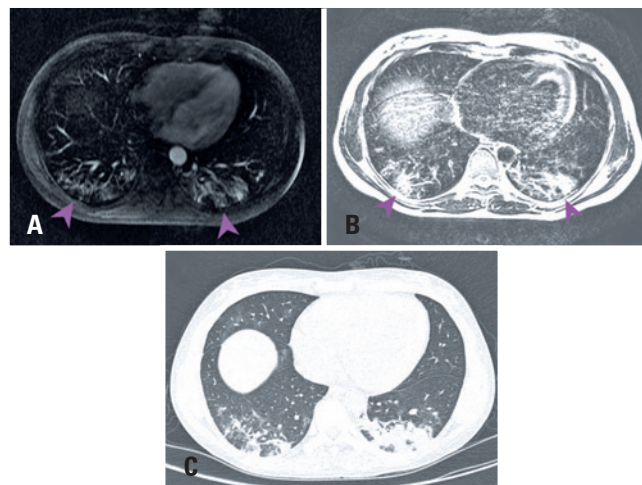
(A) corte axial da ressonância magnética de abdome superior em sequência T2 evidencia opacidades bilaterais nas bases pulmonares, com predomínio posterior e subpleural, suspeitas para acometimento por COVID-19; (B) alteração de janela da mesma imagem ponderada em T2 de ressonância, tornando os achados mais conspícuos e evidentes, similares ao esperado em uma tomografia computadorizada; (C) imagens da tomografia computadorizada do tórax da paciente no mesmo nível, demonstrando a grande semelhança das alterações caracterizadas nos cortes de ressonância magnética
